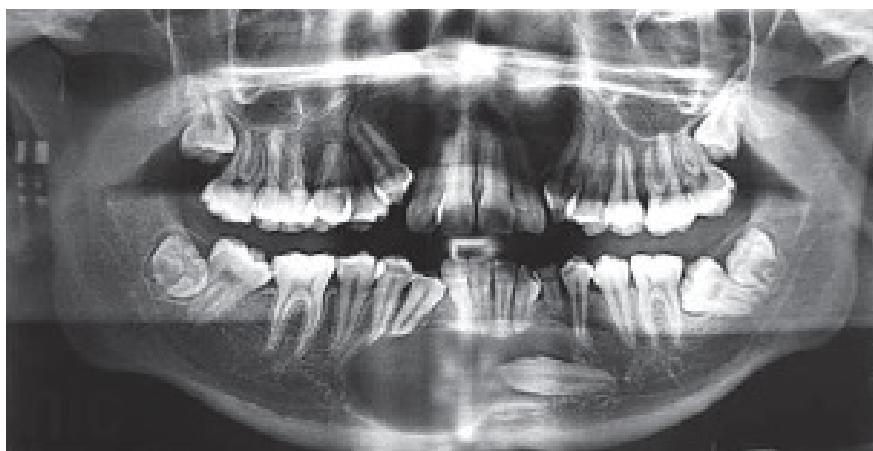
Ortopantomografía donde se observa una imagen radiolúcida unilocular, de bordes bien definidos, que desplaza algunas raíces dentales. Se presenta desde la zona de premolares derechos a la zona de premolares contralaterales, con inclusión dental de canino inferior izquierdo.*
